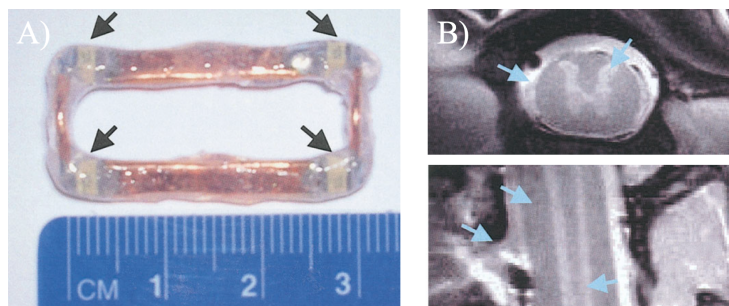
(A) Photographie de la micro-antenne implantable auto-résonante revêtue d'élastomère et accordée à 400 MHz (9.4 T). Les flèches pointent les 4 condensateurs répartis dans les coins. (B) Images IRM écho de spin axiale et coronale de moelle épinière normale *in vivo* (épaisseur de coupe = 1 mm, taille de la matrice = 256×256 , TR/TE = 2000/12 ms, Nacc = 2, FOV = 15×15 mm²). Les flèches bleues pointent la matière grise, la matière blanche, le liquide céphalo-rachidien, les cornes dorsales et les racines nerveuses, facilement visibles et discernables. [Bilgen (2004)].
